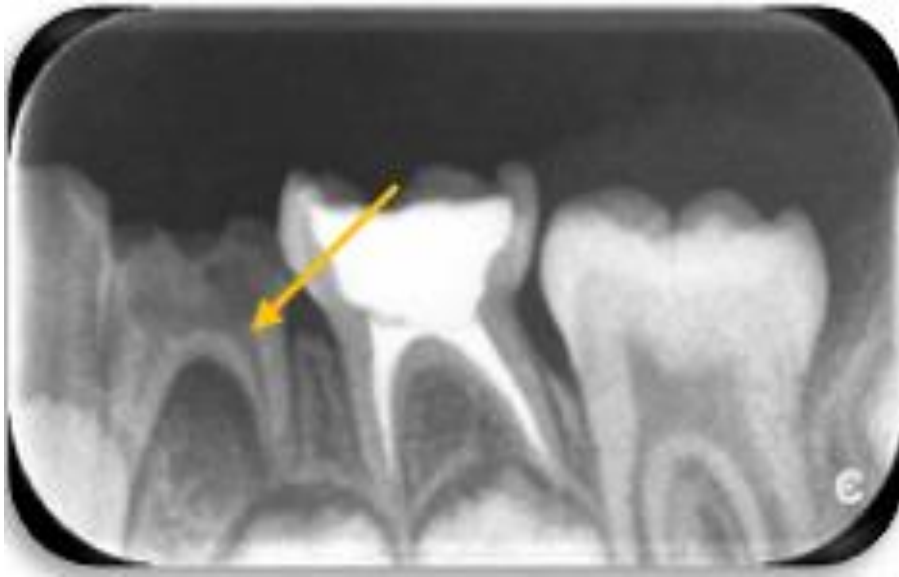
Fuente propia. Órgano dentario 74 con previo tratamiento pulpar y lesión periapical en raíz distal.
